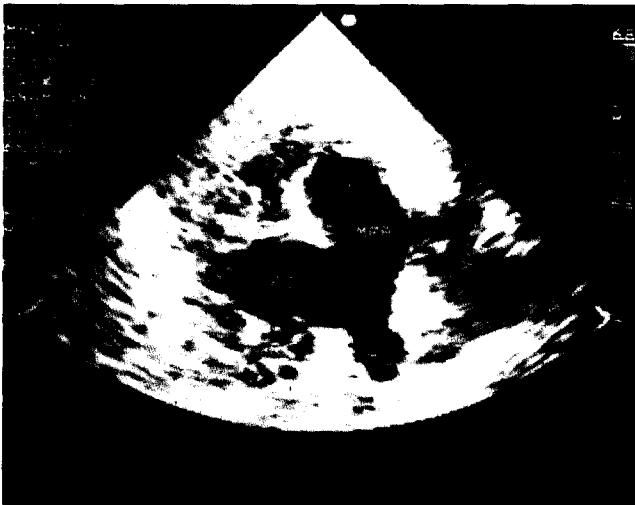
Preoperative echocardiogram (parasternal short axis view) showed large aortopulmonary septal defect and aortic origin of right pulmonary artery. MPA: main pulmonary artery, AO: ascending aorta, R: right pulmonary artery, L: left pulmonary artery.
